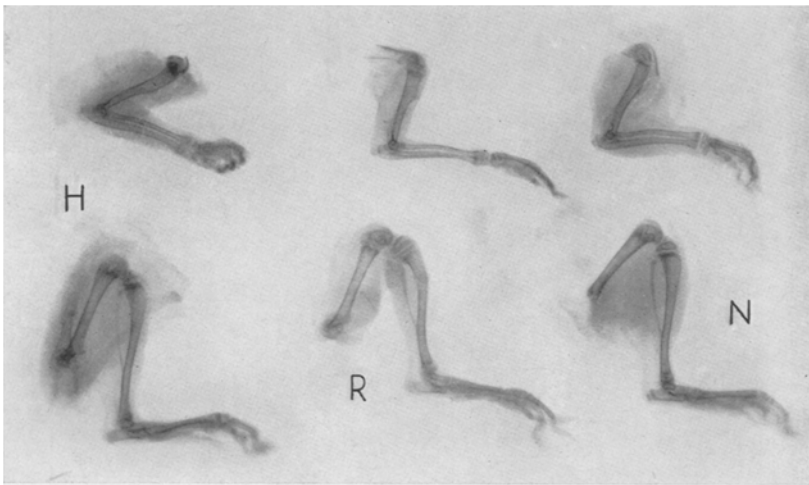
Röntgenaufnahme von vorderen und hinteren Gliedmaßen weißer Ratten desselben Gewichts und Alters. *H* = im Hypervitaminose D; *R* = Rachitiszustand; *N* = Normalzustand.
